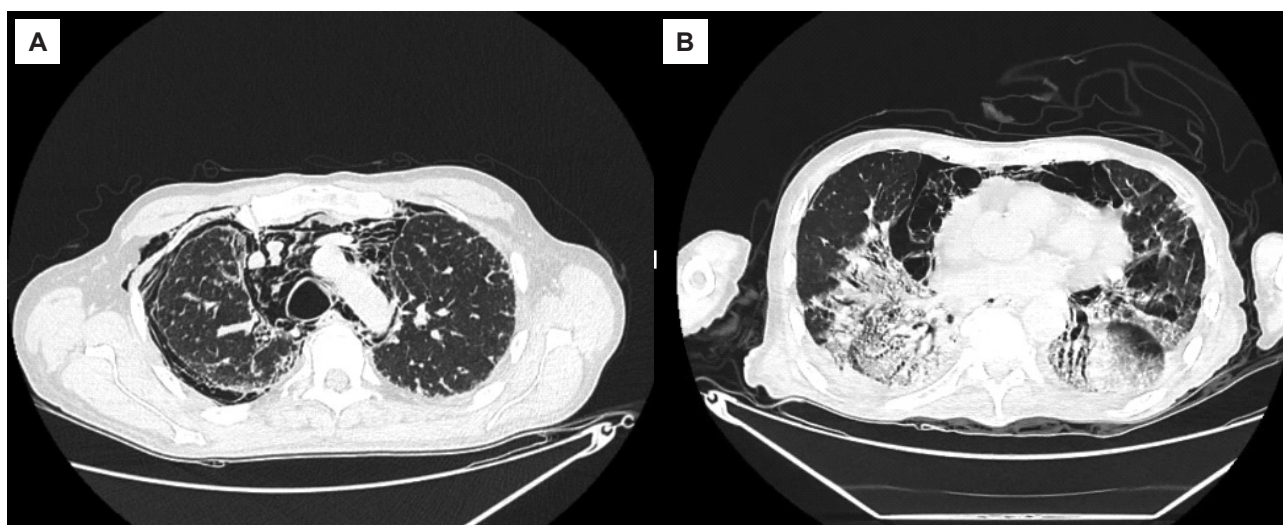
Tomografía computarizada del tórax. Se identifica una opacidad en vidrio esmerilado bilateral (A), con áreas de consolidación de predominio en las bases, engrosamiento de septos interlobulillares y bronquiectasias de tracción (B). Se aprecia aire en el espacio mediastinal anterior y enfisema subcutáneo en la pared torácica anterior y lateral bilateral.
